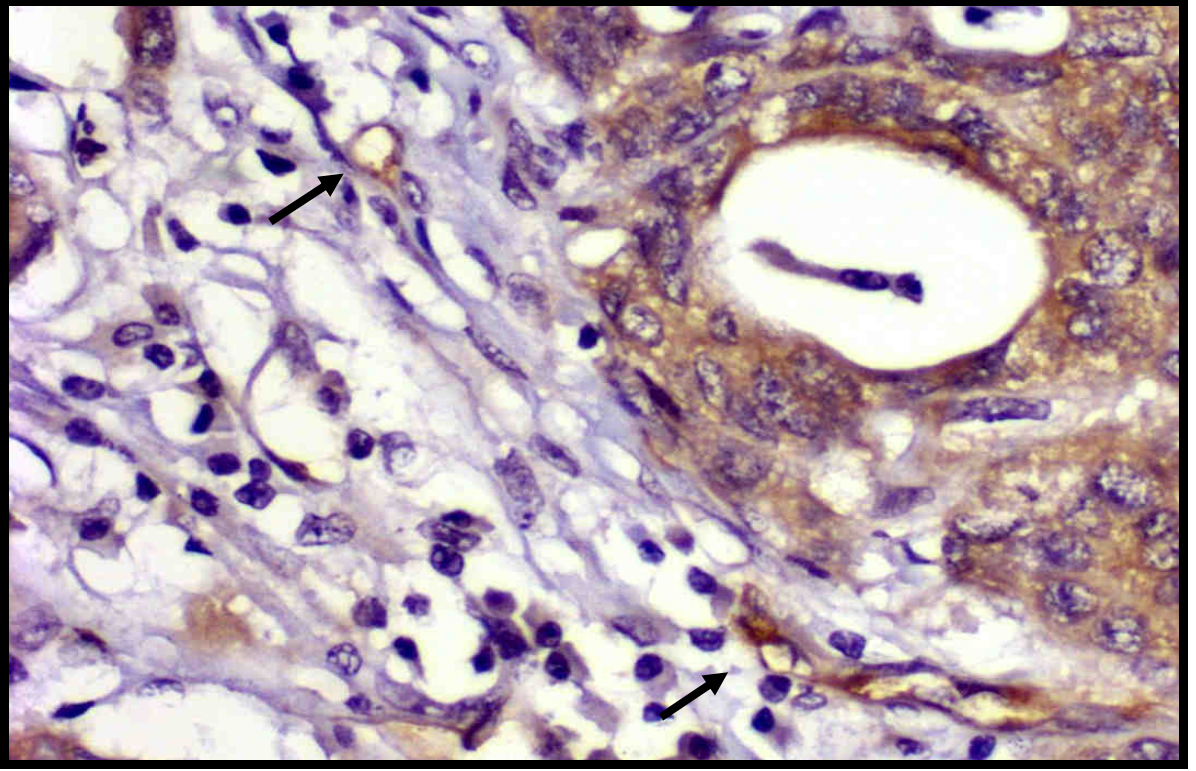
T-PSMA antikoru ile tümör hücrelerinde grade 1 boyanma (x200)
